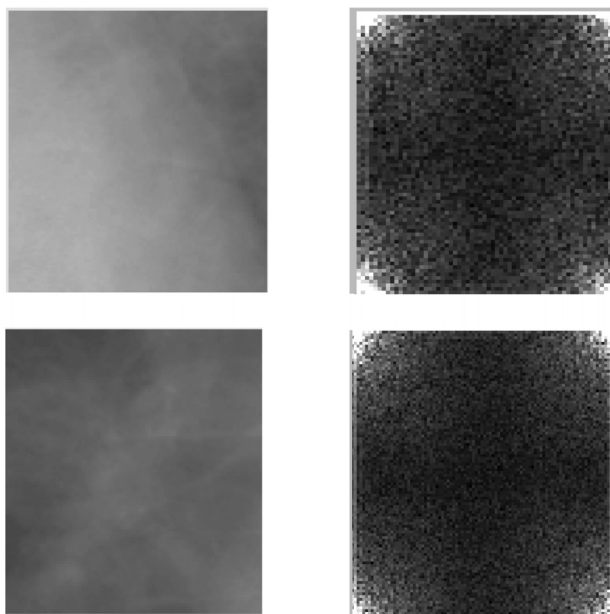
Изображения оконных фрагментов рентгенограммы грудной клетки (слева) и их оконные двумерные преобразования Фурье (справа)
